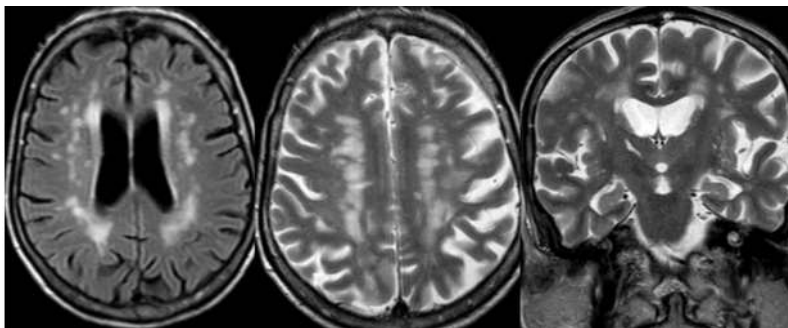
Imagen de resonancia magnética que muestra. Hiperseñal difusa de la sustancia blanca en secuencias potenciadas en T2, en relación con sustancia blanca sin mielinizar.
